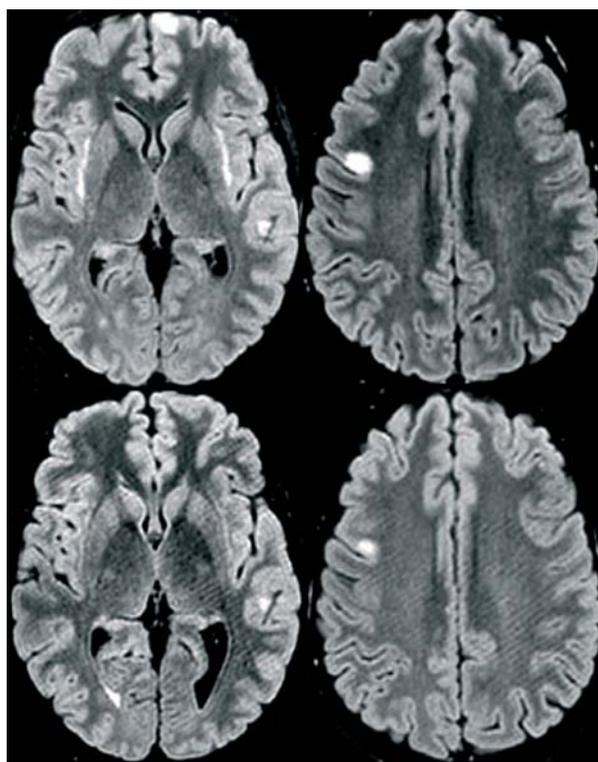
Confronto tra immagini RM.
